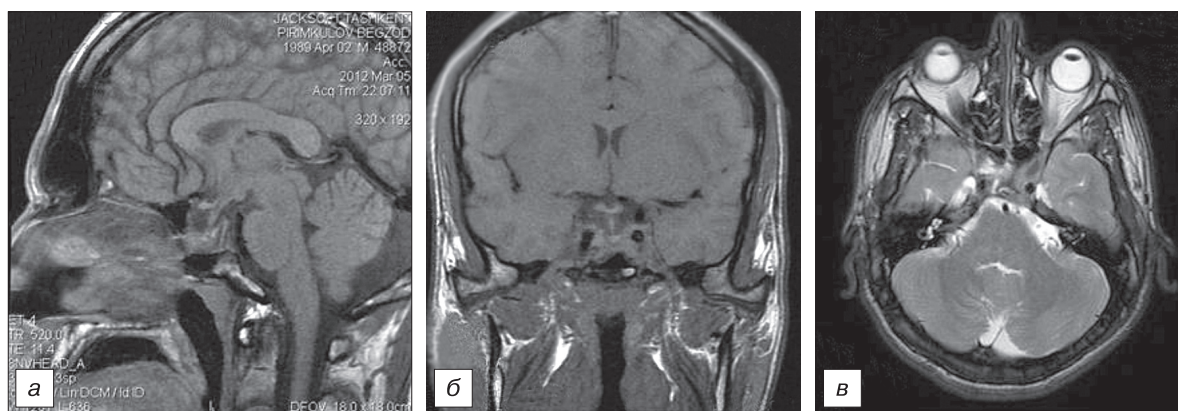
Контрольная МРТ через 3,5 мес.
